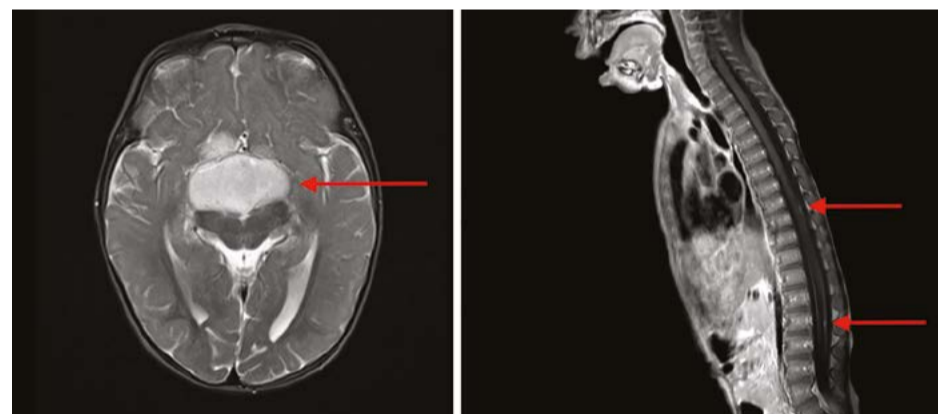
Инициальные МРТ-исследования головного и спинного мозга с контрастным усилением. Аксиальная и сагиттальная проекции. Объемное образование хиазмально-селлярной области ( $V = 20 \text{ см}^3$ ). Мелкие узловые метастазы по оболочкам спинного мозга
